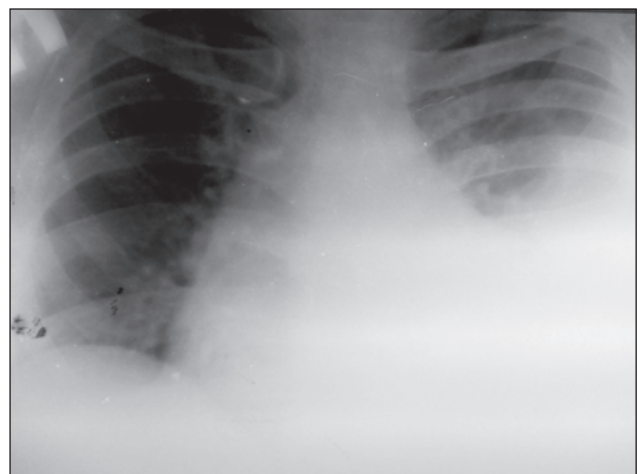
Рентгенограма органів грудної порожнини за півроку до теперішнього захворювання
